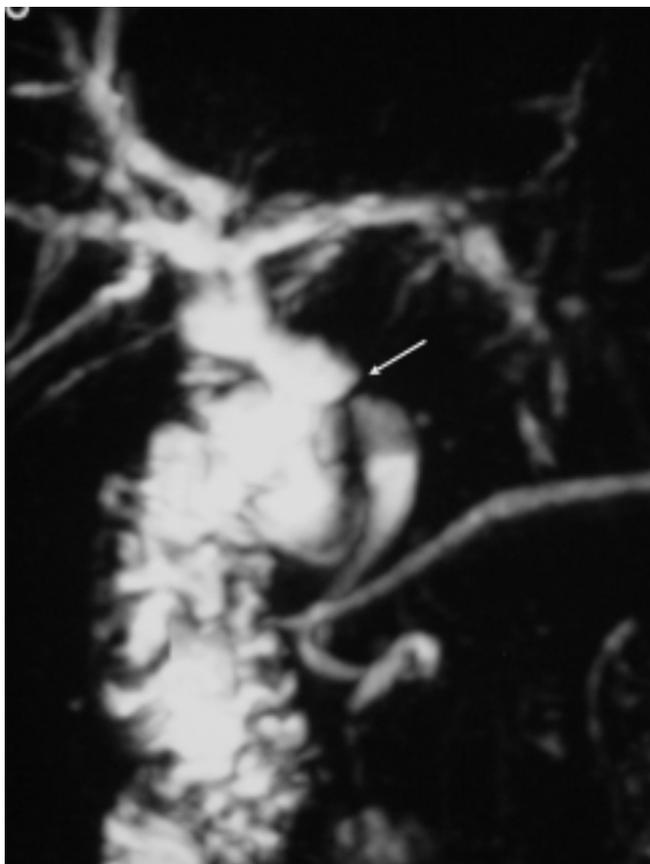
Colangiogramia por ressonância magnética de doente no pós-operatório dez anos de coledocoduodenostomia com redução do sinal em T_2 no local da anastomose coledocoduodenal (seta), sugerindo oclusão do coto distal. Nível líquido no coto distal.
